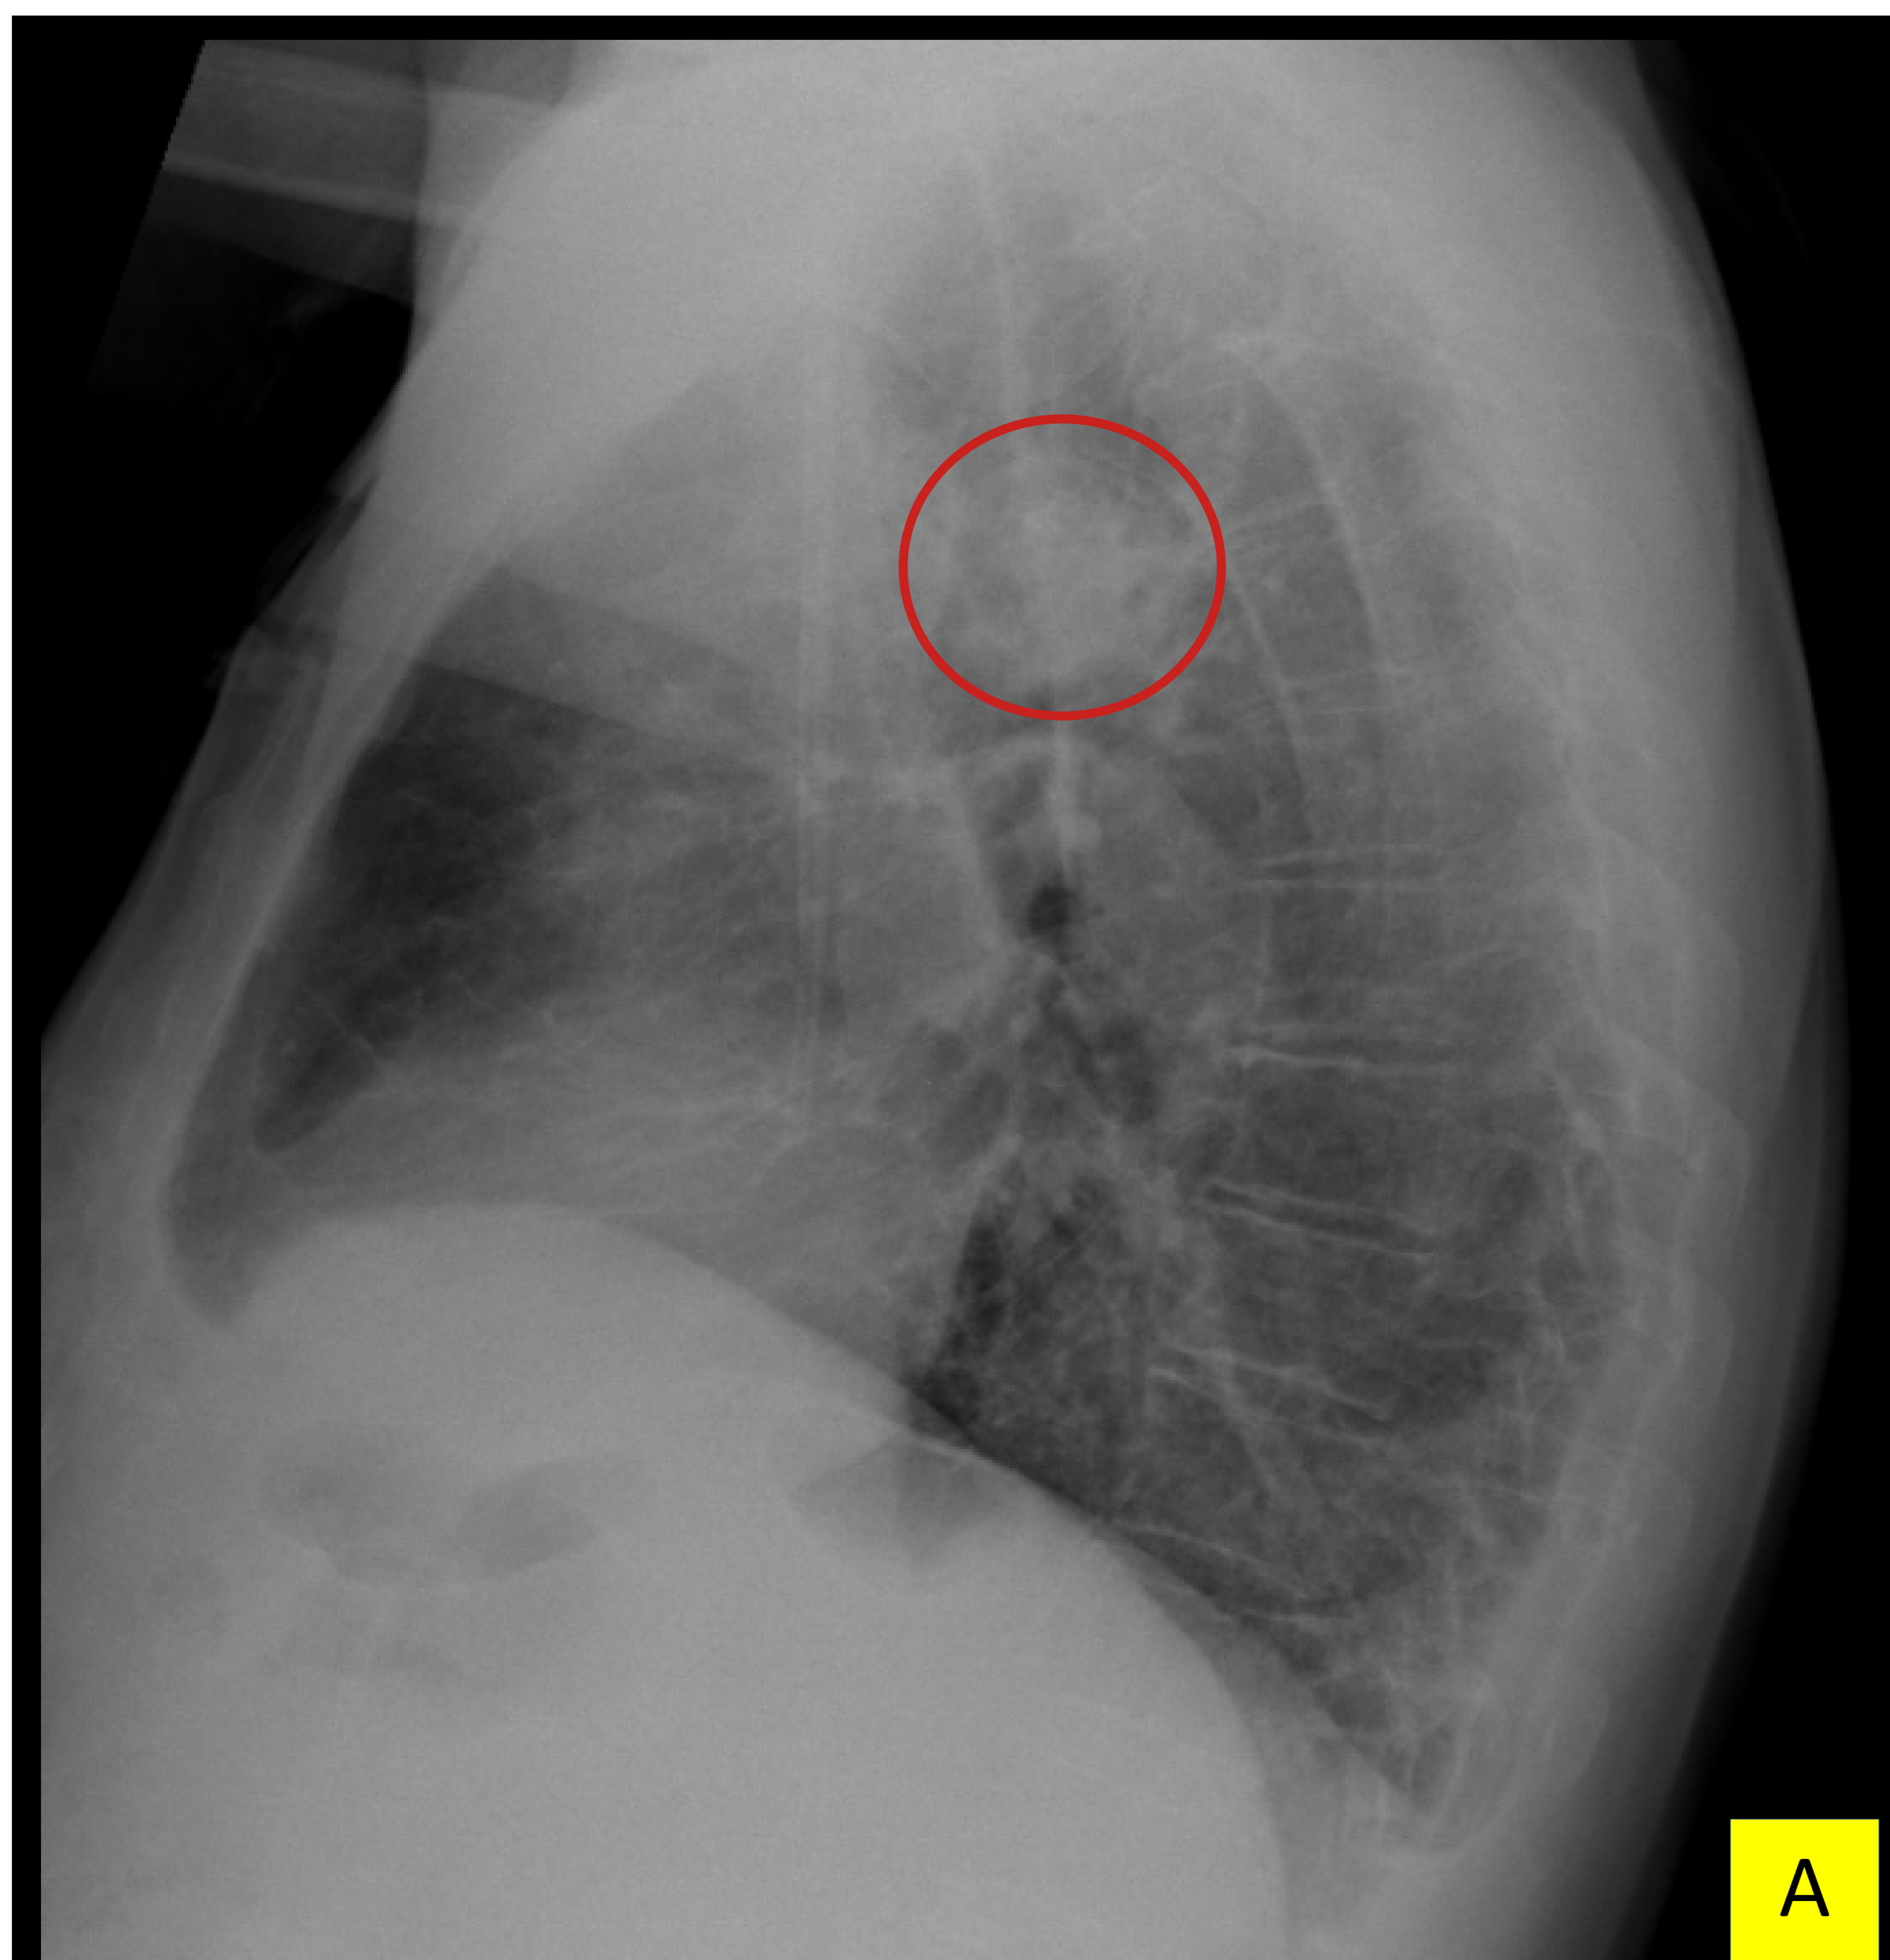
Radiografía de tórax (A) y TC torácico corte sagital (B) del mismo paciente de las figuras 15, 16 y 17, con lesión pulmonar parcialmente cavitada, con contenido en vidrio deslustrado en su interior en el LSI (círculo rojo), signo del halo invertido. Se confirmó mucormicosis por *Lichtheimia corymbifera*.
